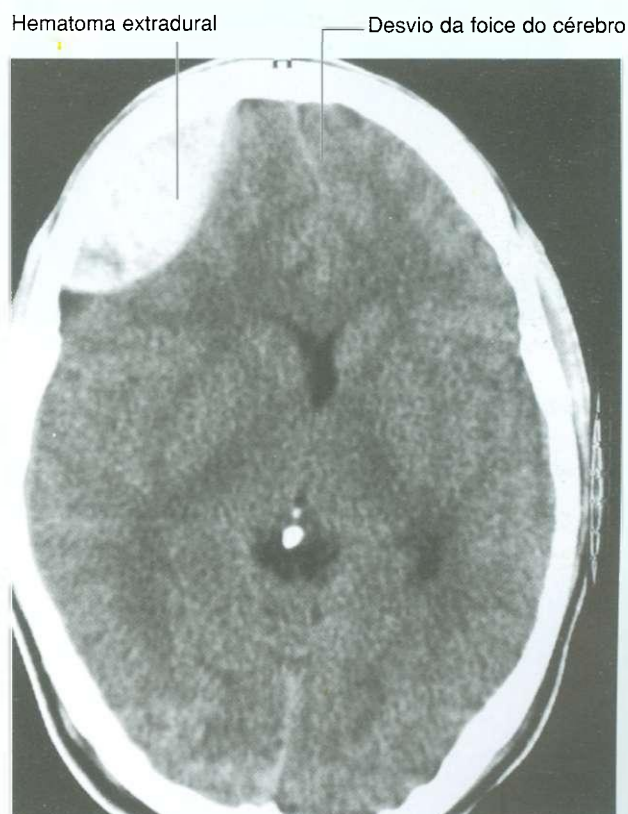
Hematoma extradural. TC axial do cérebro.
